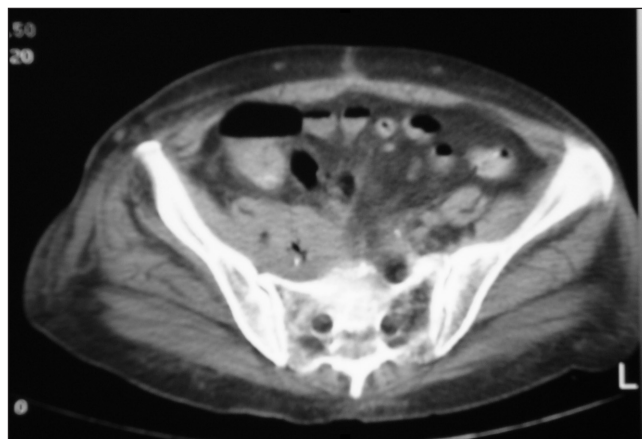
TAC abdominal: colección con gas a nivel del psoas derecho.
